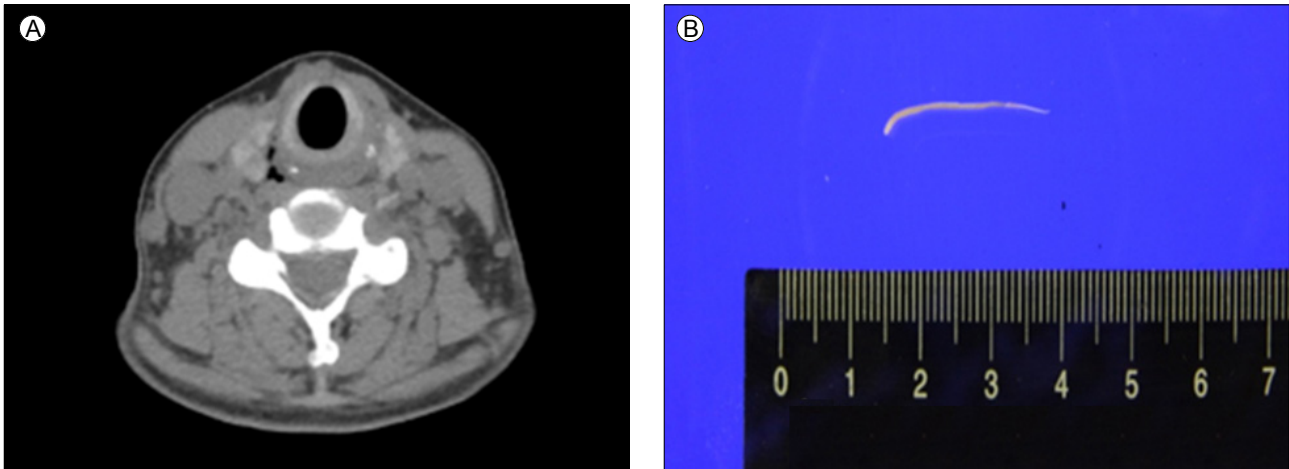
(A) Neck computed tomography shows a foreign body at the right hypopharyngo-esophageal junction associated with a small amount of fluid and air bubbles in the adjacent visceral and retropharyngeal spaces. (B) The fish bone was removed surgically; it measured 2.4 mm in length.
